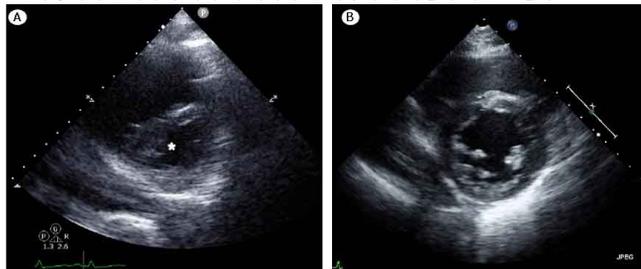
Echocardiography showed D-shaped left ventricle(*) during end-diastolic phase due to right ventricle (RV) overload after transfusion (A). Resolution of RV overload 1 week later after treatment with intravenous diuretics and nitroglycerin (B).
